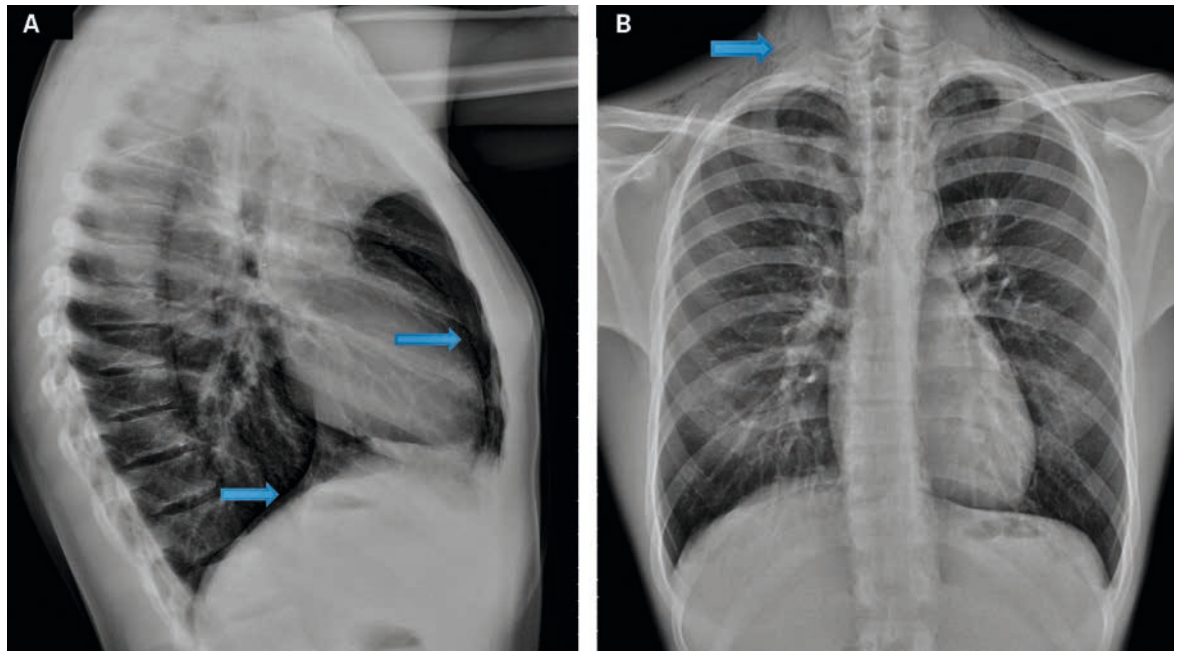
Thoraxröntgen, seitlich (A) und ap (B).
